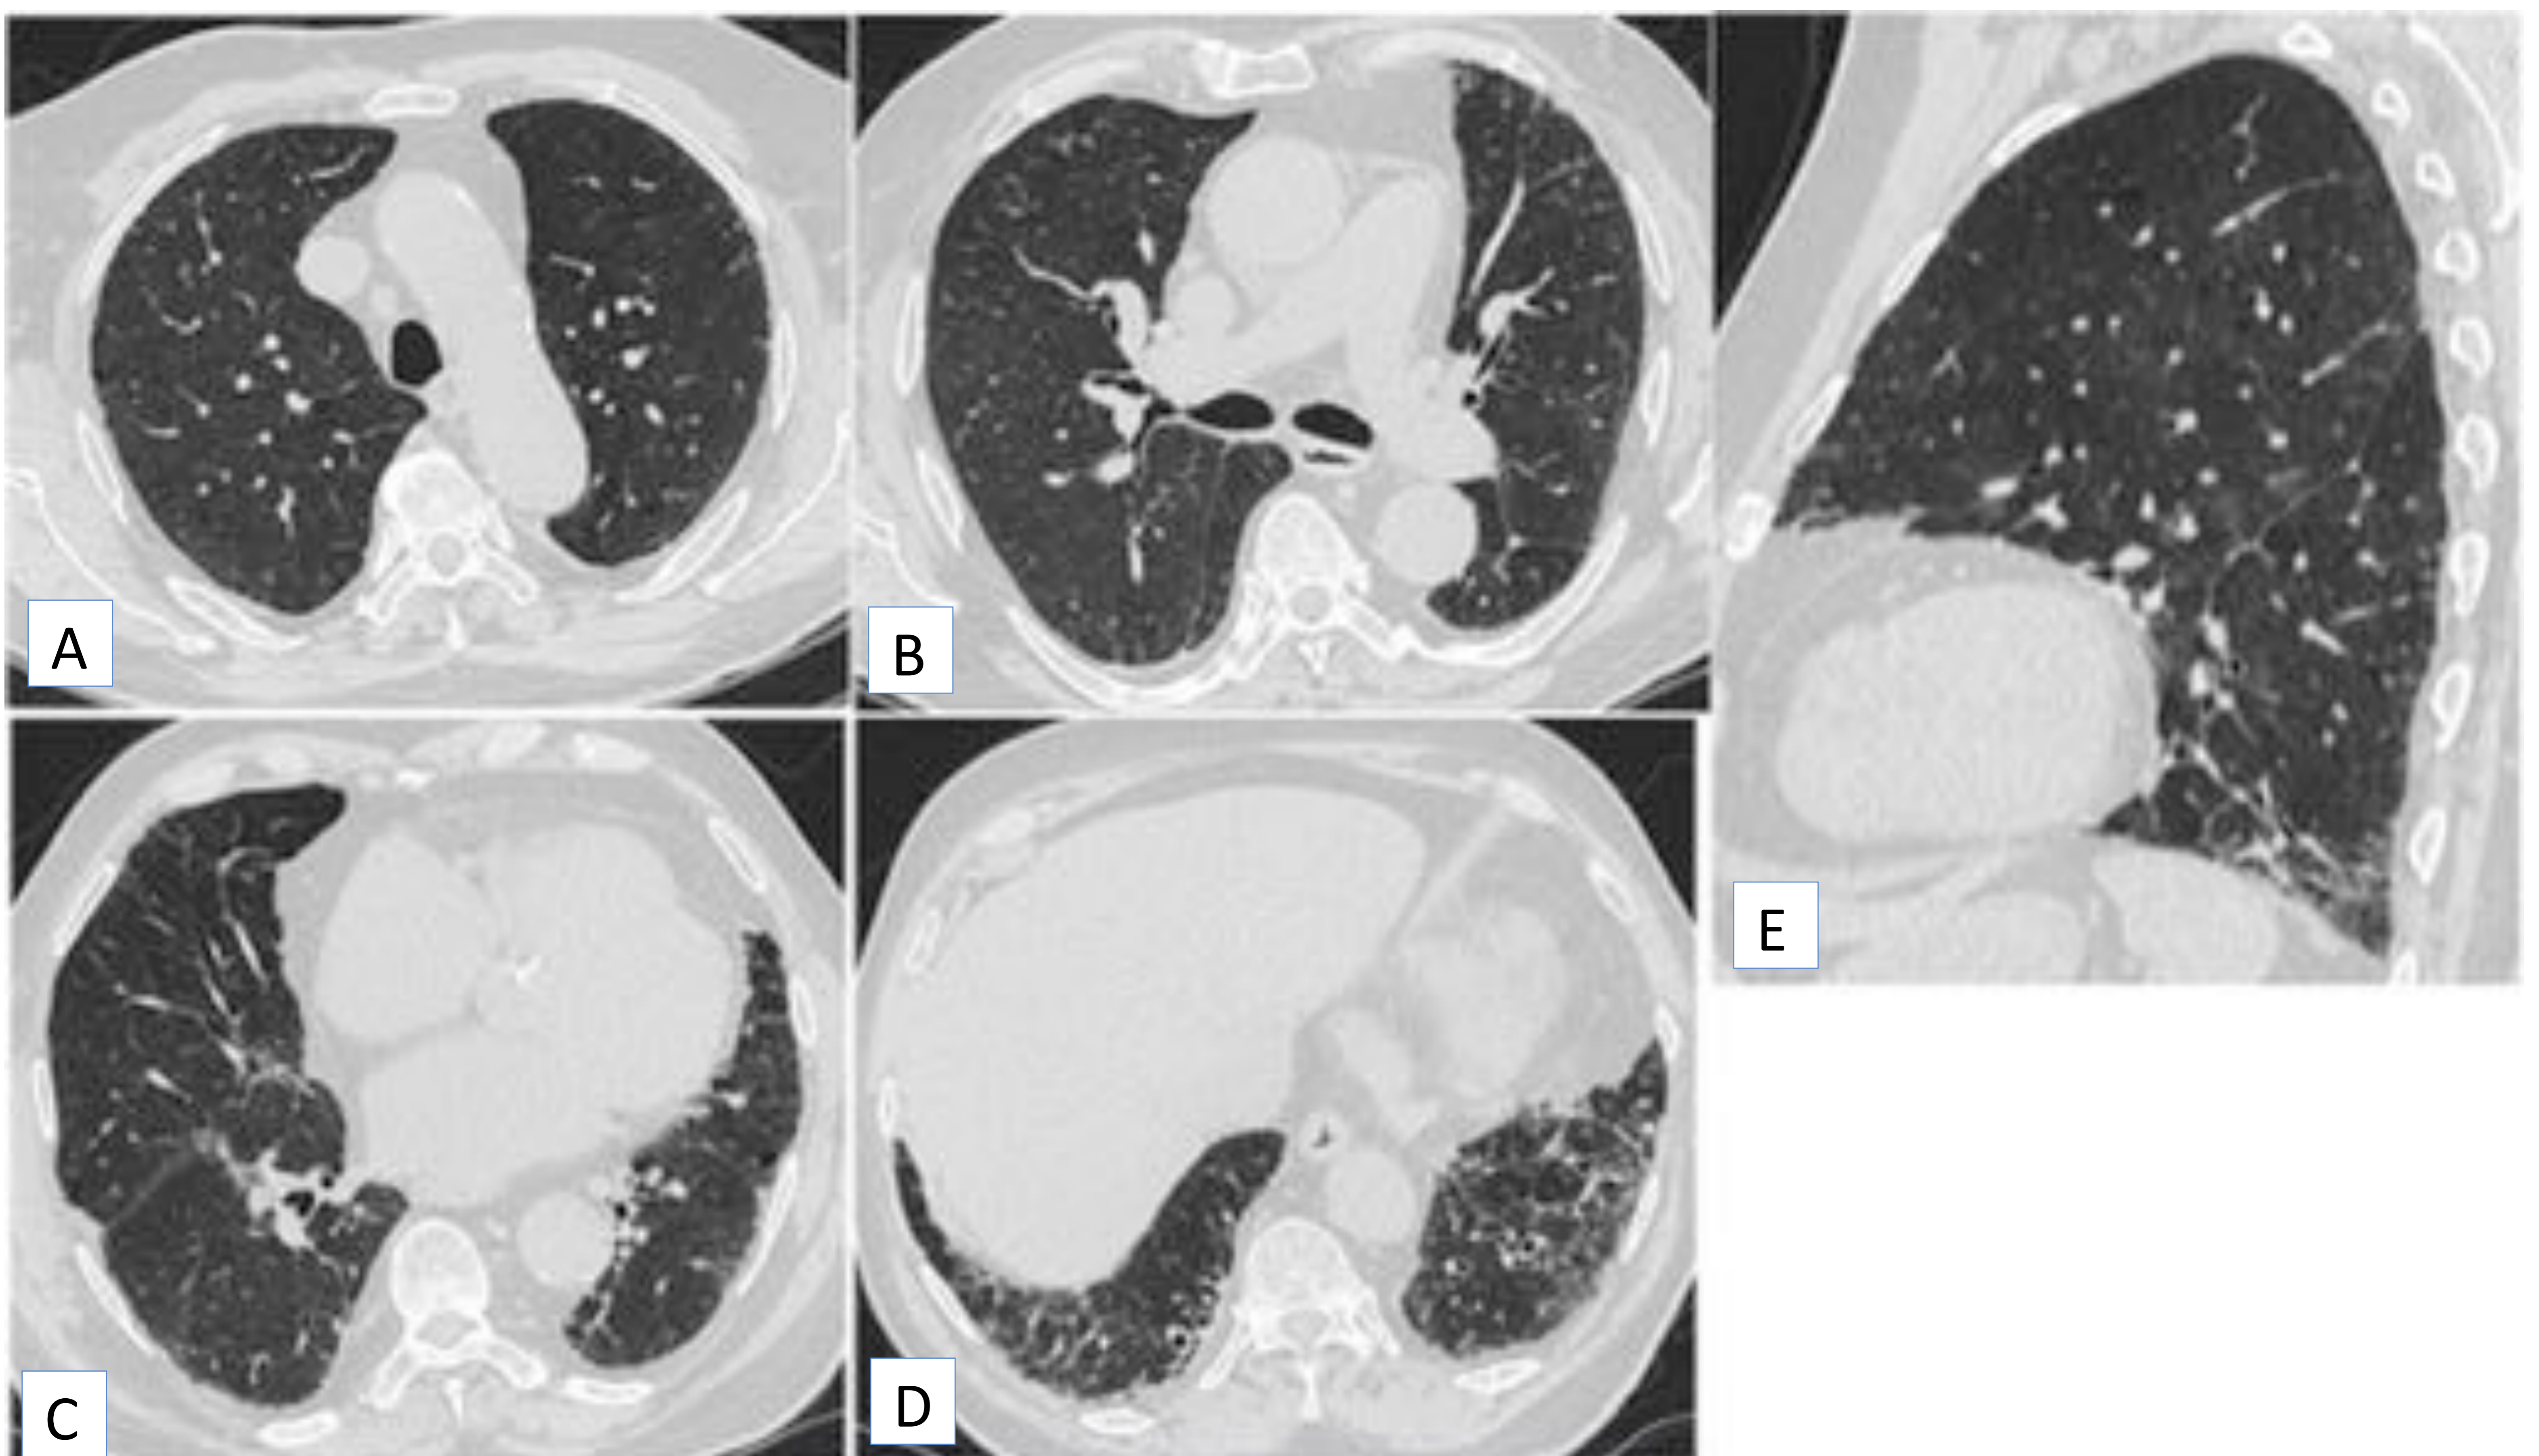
Patrón indeterminado. Imágenes de TC de tórax en plano axial (A-D) y sagital (E). Se aprecian opacidades reticulares de predominio subpleural y en las bases pulmonares, más marcadas en el III. Asimismo, se observan áreas parcheadas de vidrio deslustrado.
